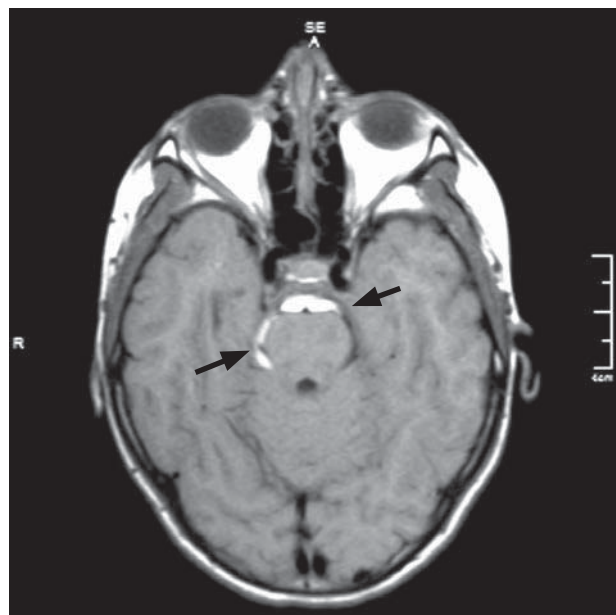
RM SNC: Imagen hiperintensa pre y latero troncal derecha en corte axial y secuencia T1.
